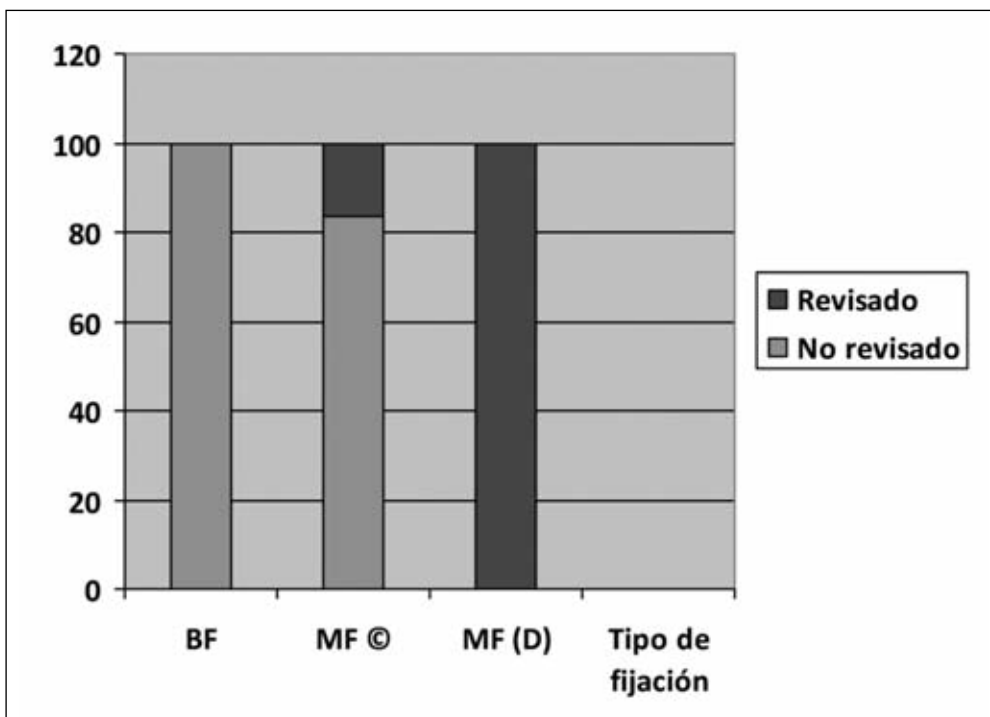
Porcentajes de cótilos bien y mal fijados, según la evaluación de la radiografía posoperatoria inmediata y porcentaje de los que requirieron revisión según la radiografía del último control. BF: bien fijados, correspondientes a las clases A y B. MF ©: mal fijados, correspondientes a la clase C. MF (D): mal fijados, correspondientes a la clase D.
